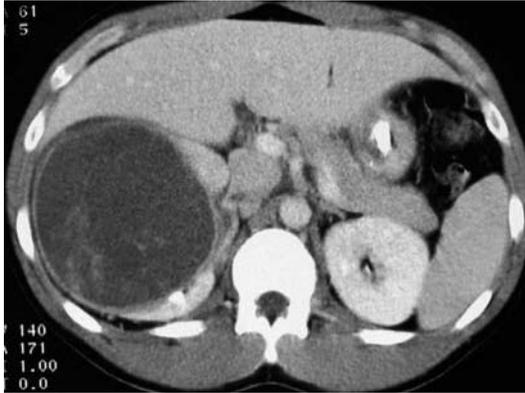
Tomografia computerizzata. Cisti renale classe III secondo Bosniak. Formazione cistica del rene destro con sepiamenti endoluminali iperdensi dopo mdc
